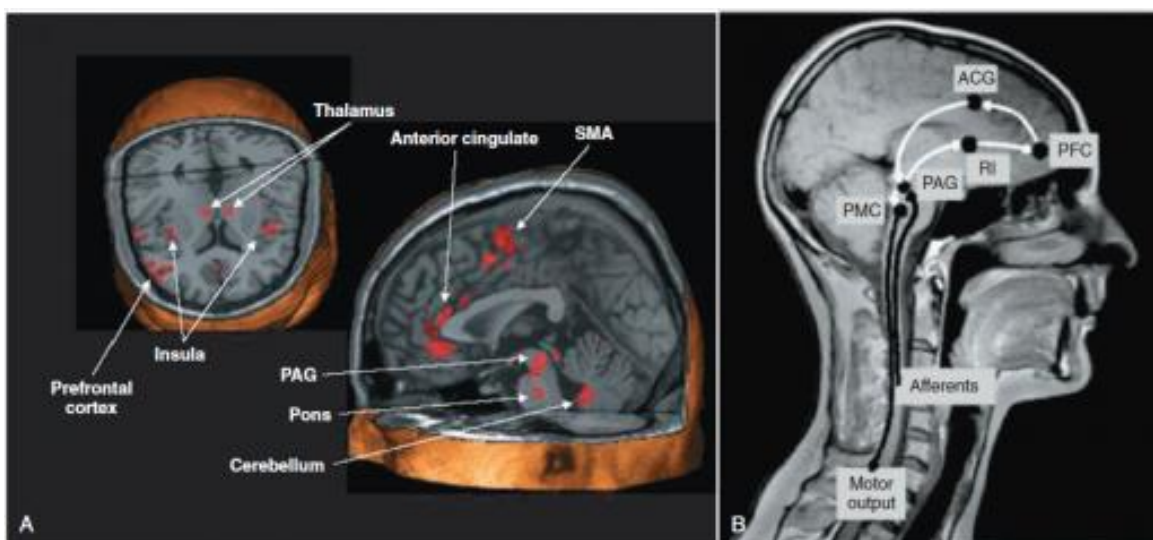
A. Exame de Pet-CT demonstrando áreas cerebrais humanas ativadas durante a fase de armazenamento vesical. B. Modelo simplificado do controle central da micção (supra-espinhal). *Fonte: Yoshimura et al, 2012.*(14)
